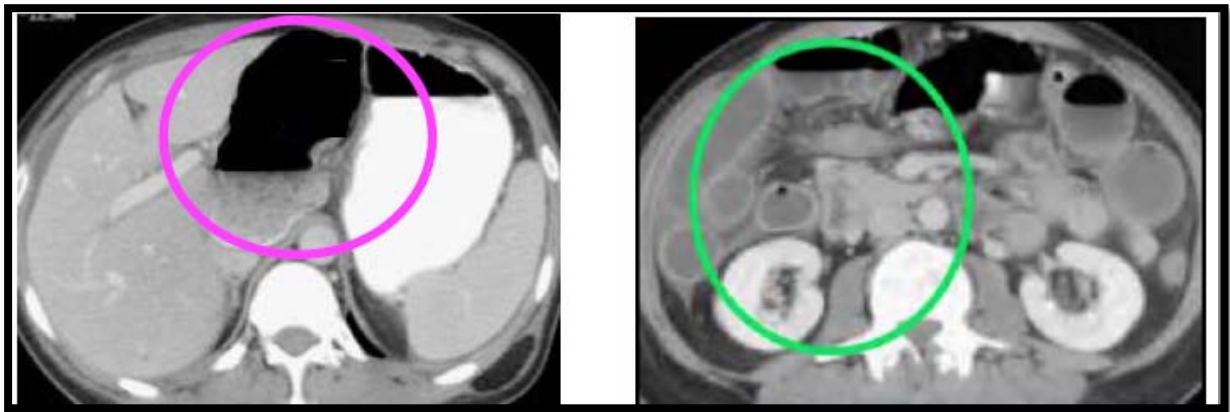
TDM C+ coupes axiales d'une hernie du foramen omental à contenu caecal, notez le caecum et son méso en position ectopique (O), le foramen élargit répond à la veine porte en avant et à la Veine cave inférieure en arrière (O).
